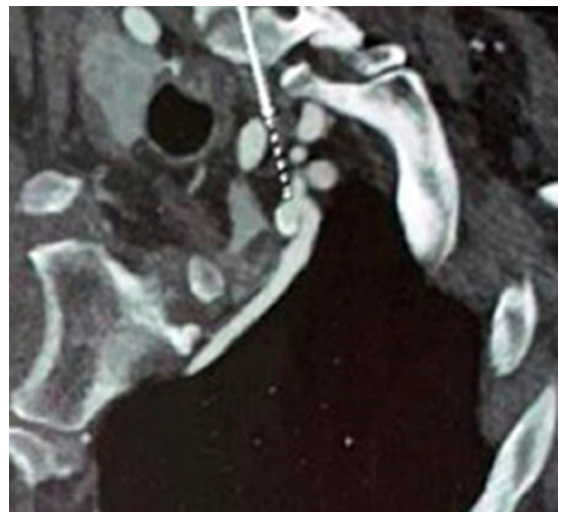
Angiotomografia demonstrando aneurisma de artéria torácica interna esquerda, sacular, com calcificação parietal e sem extravasamento de contraste (seta branca).
